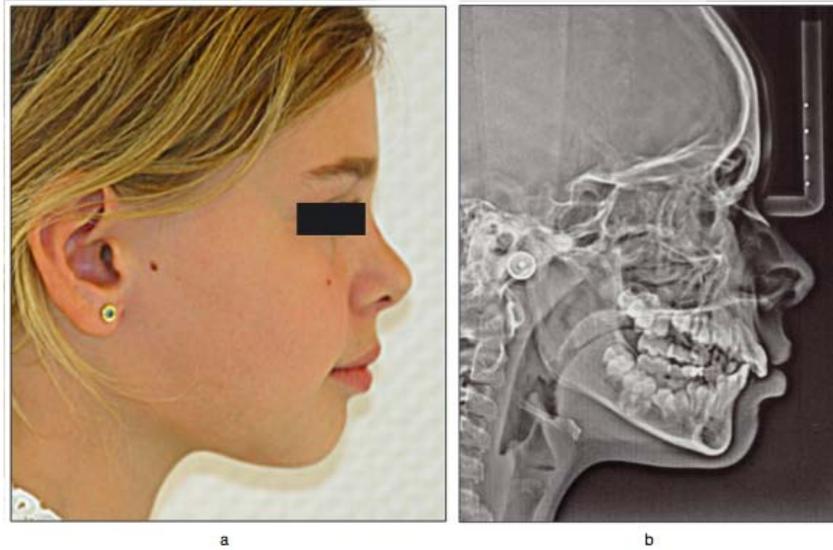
(58) : Patiente de 8 ans présentant des édentations dans les secteurs 1 et 4. (a) Vue de profil, (b) téléradiographie, (c) Contrôle panoramique confirmant la rétention des premières molaires droites.
